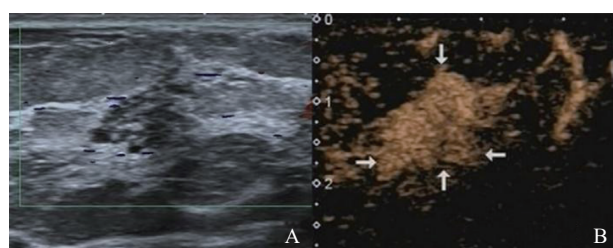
典型病例1 (女性, 61岁, 导管原位癌) 超声声像图
